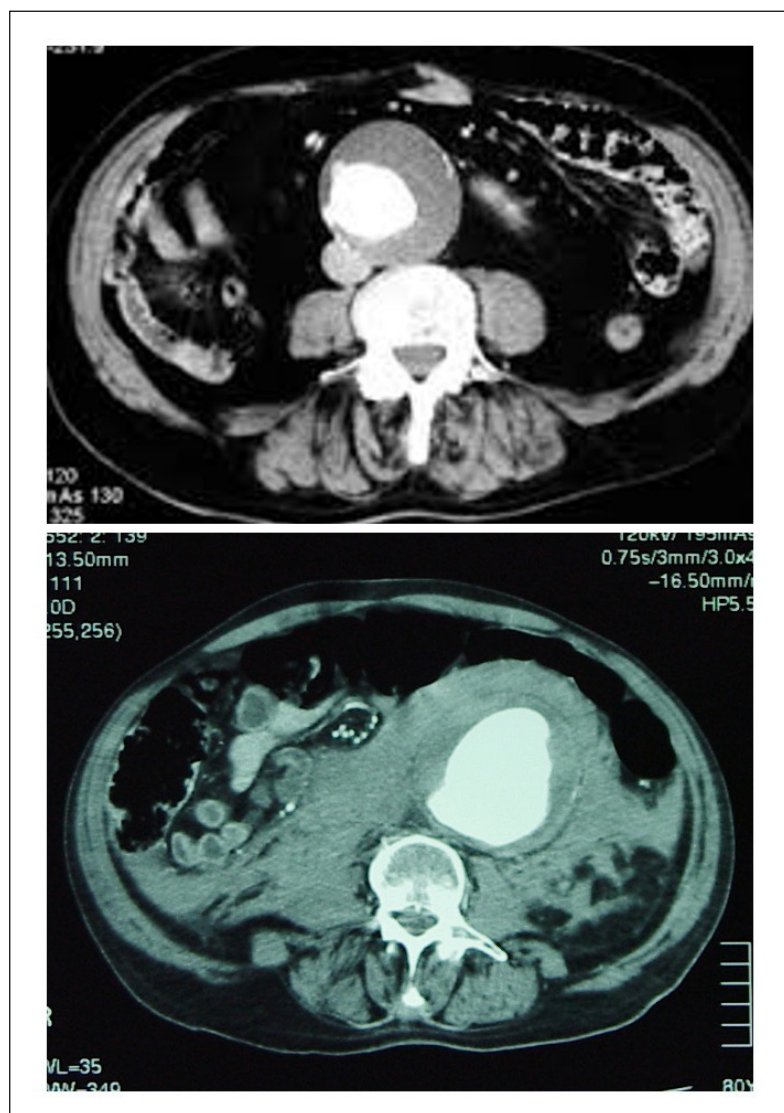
TAC. Aneurisma de la aorta abdominal íntegro (arriba) y roto (abajo).
